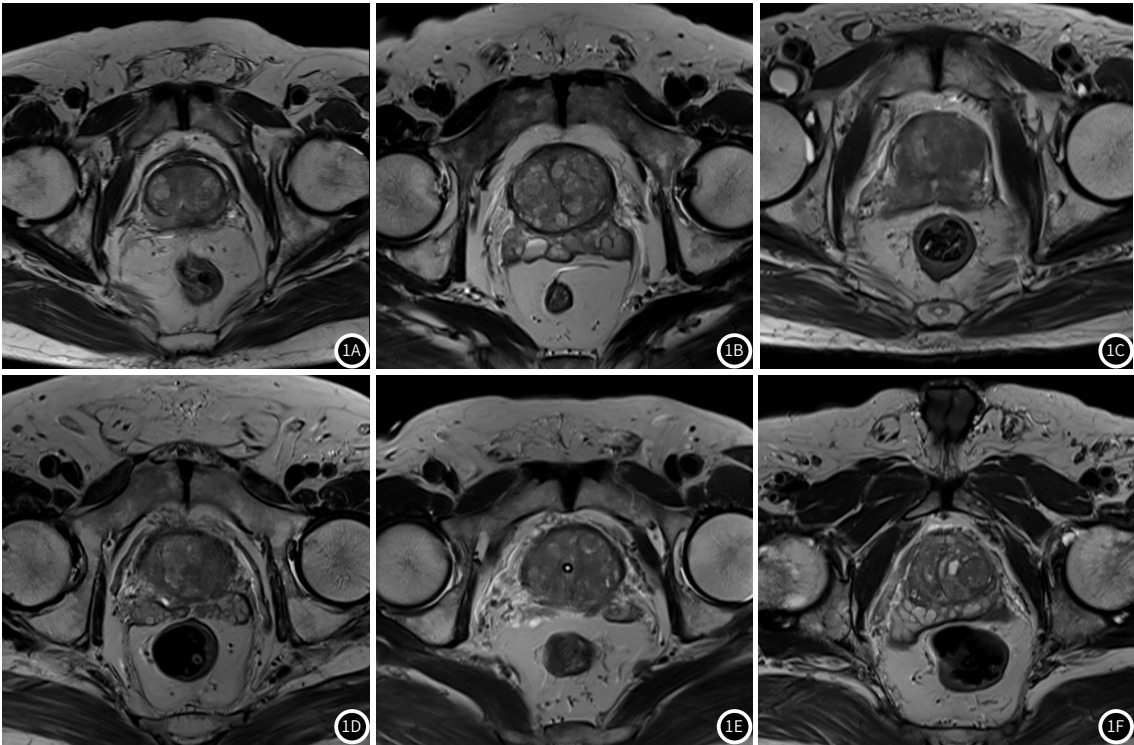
~图1F PCa的DWI-MRI扫描图像。
